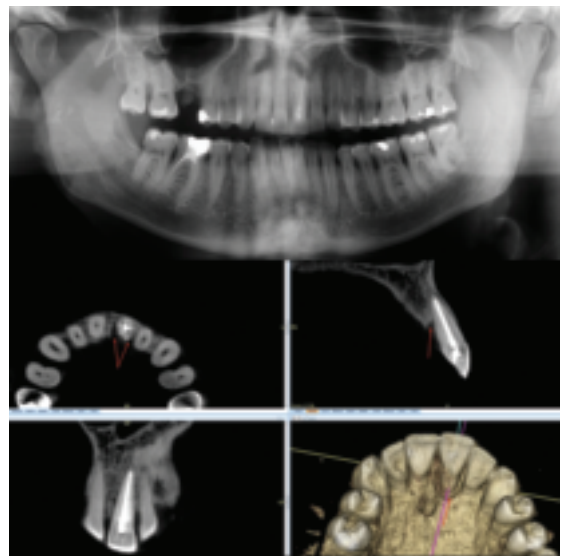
a. Douleur modérée en 21. Panoramique peu contributif. b-e. Cone beam. Alvéolyse palatine de 21 diagnostiquée au cone beam.
